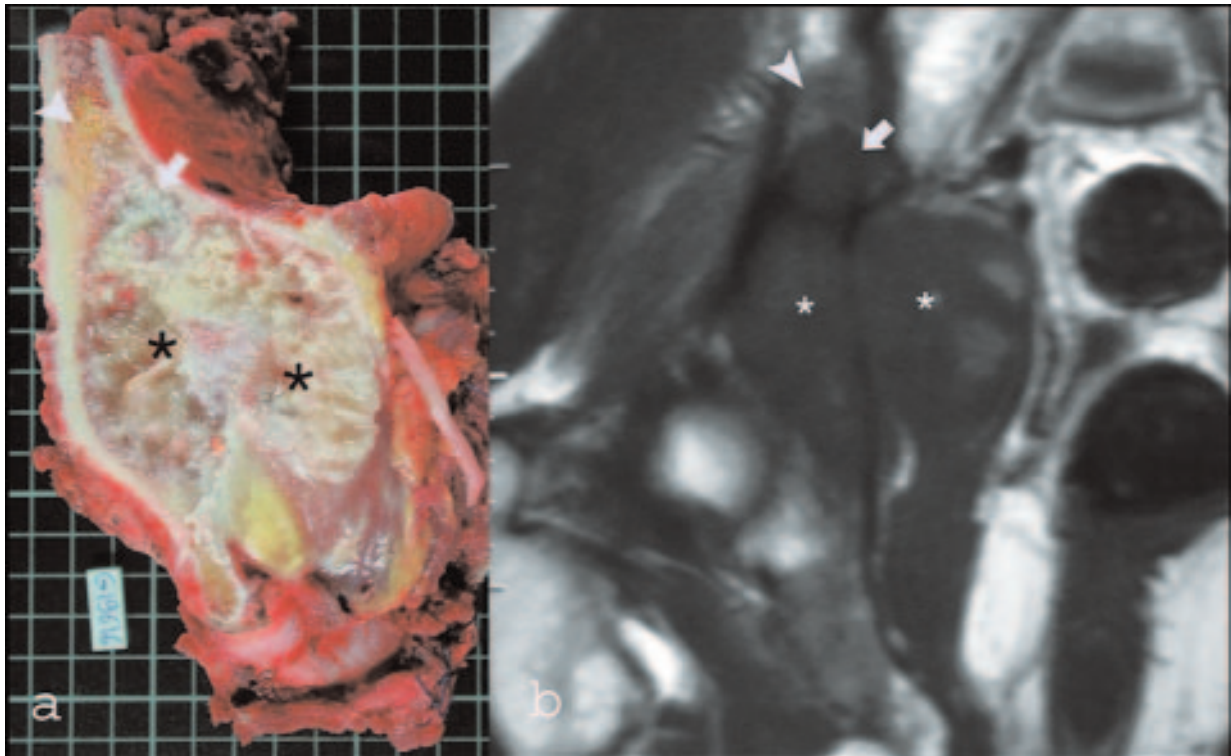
Correspondance macroscopique (a) et IRM (b) d'un chondrosarcome de la région acétabulaire envahissant les parties molles : a, b) La tumeur (\*) remplace l'os normal et se traduit en pondération T1 (b) par une lésion de bas signal (iso signal par rapport au muscle). Au contact de cette lésion, il existe également une zone de bas signal oedémateuse qui ne remplace pas complètement l'hypersignal graisseux de l'os spongieux dont les travées sont respectées en macroscopie (tête de flèche). La distinction de cette graisse explique l'importance des séquences pondérées en T1 sans saturation de la graisse avant injection de gadolinium pour distinguer oedème et tumeur intra osseuse.
